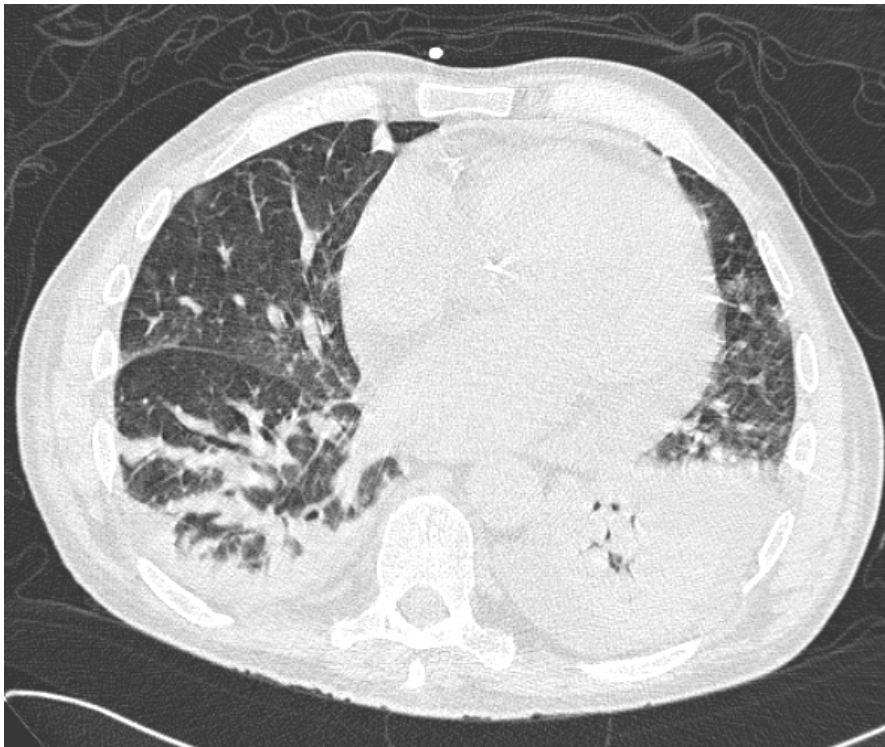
Standard-Dosis-CT: Konsolidierungen in beiden Unterlappen, links mit positivem Pneumobronchogramm
